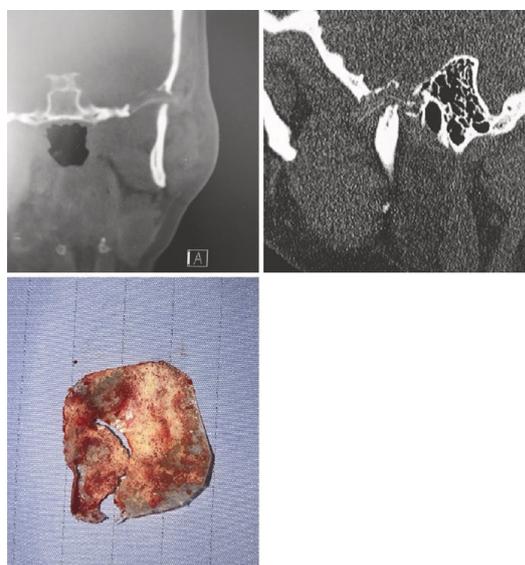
(а) Корональная и (б) сагиттальная проекции компьютерной томографии, демонстрирующей наличие имплантата Proplast в ВНЧС, что привело к эрозии в средней черепной ямке. (с) Эксплантированный Proplast с признаками значительного износа, приведшего к перфорации материала и фрагментации имплантата
